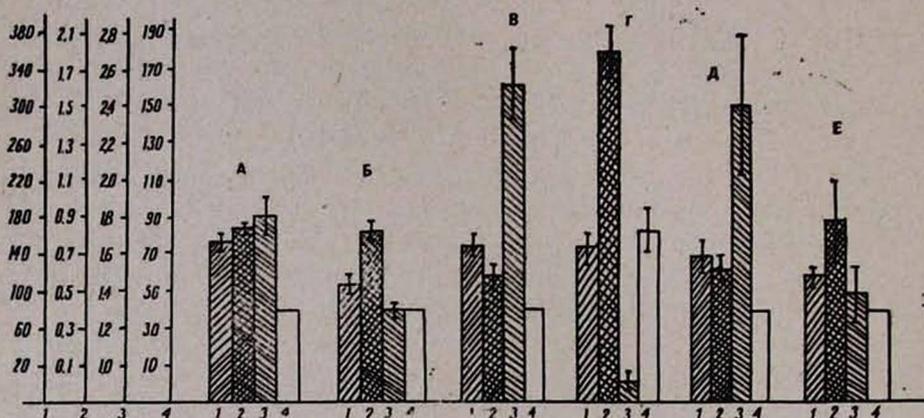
Влияние внутривенной инфузии норадреналина (24 мкг/мин) на регионарный мозговой кровоток. 1—среднее артериальное давление (в мм рт. ст.); 2—мозговой кровоток (в мл/г мин.); 3—сопротивление мозговых артерий (в мм рт. ст. 100 г мин/мл); 4—напряжение артериальной  $\text{CO}_2$  (в мм рт. ст.).
